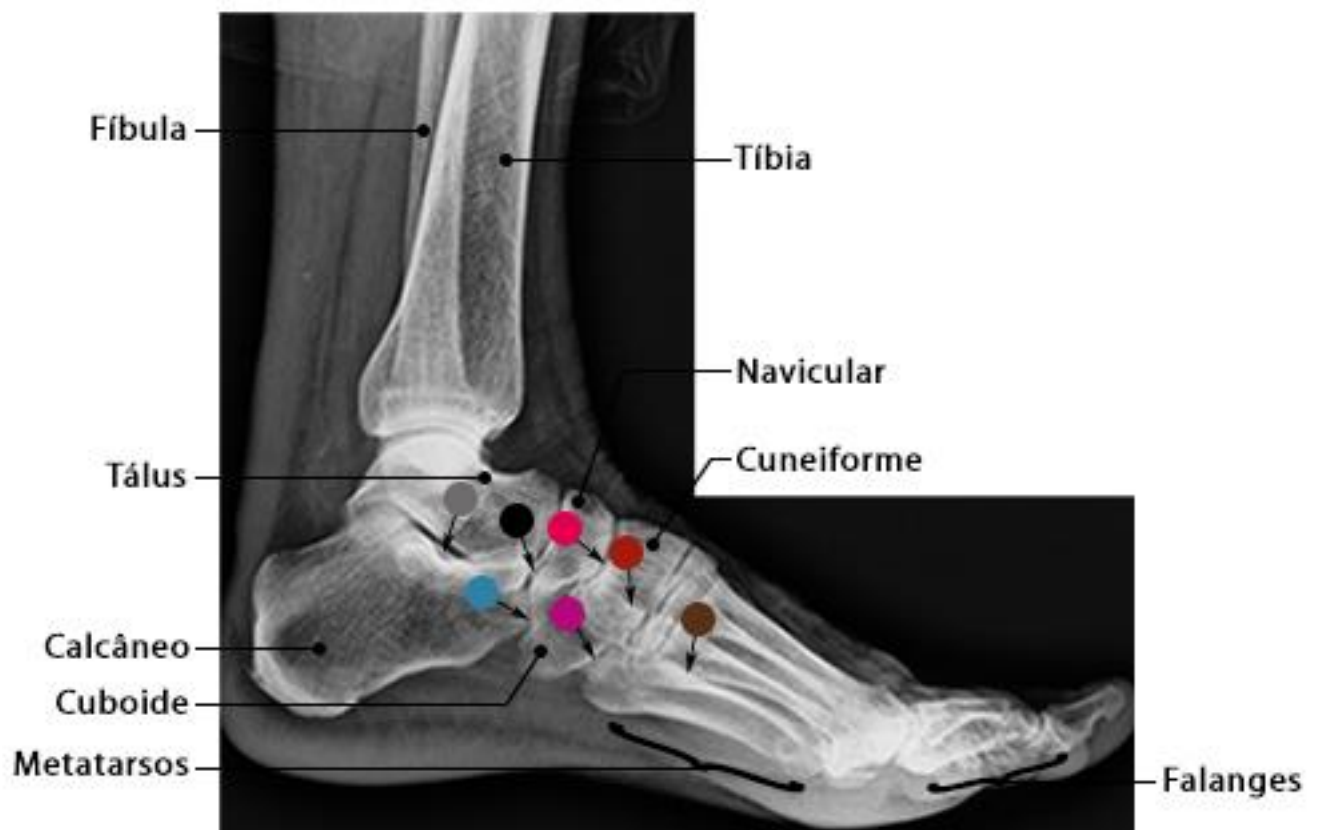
Radiografia do pé em incidência perfil
